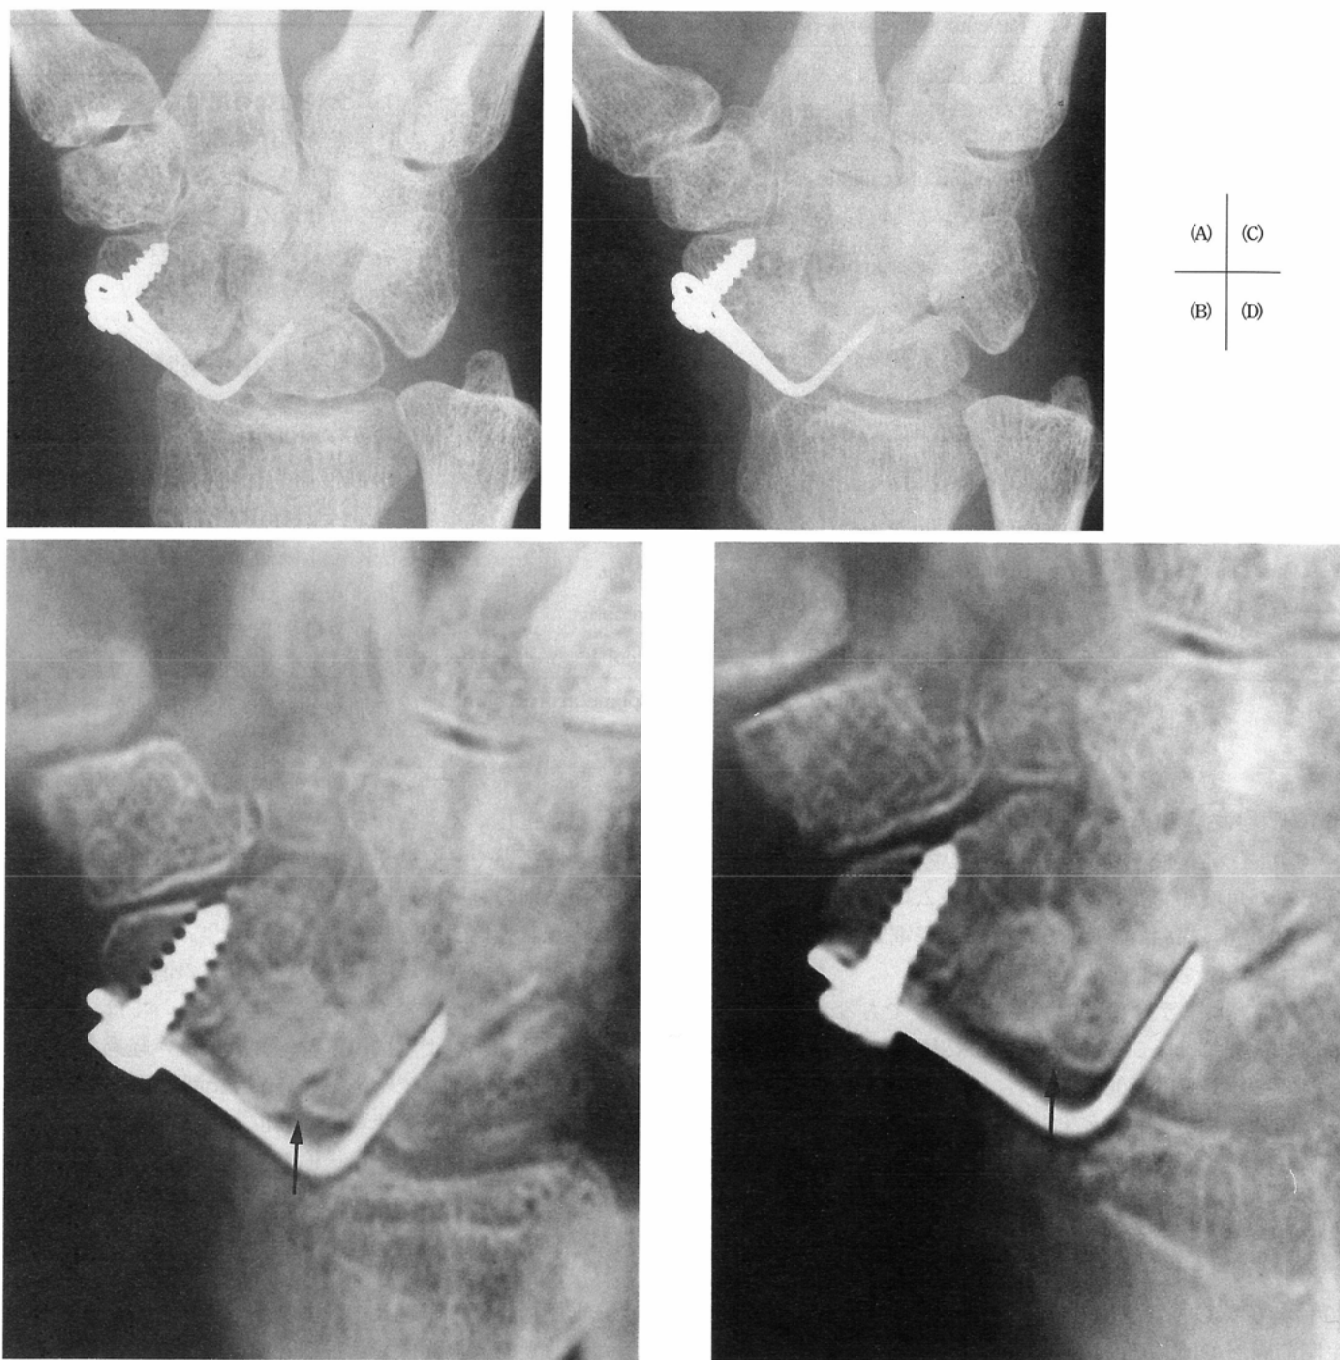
A 53-year-old man (No. 1) with nonunion of the scaphoid after bone grafting with an Ender hook plate. Bone union can not be thoroughly evaluated on plain oblique radiographs of the wrist one (A) and three (C) months after surgery. In contrast, an oblique digital TV tomogram one month after surgery (B) shows nonunion of the grafted bone (arrow), while the same image three months after surgery (D) shows sufficient callus formation (arrow).
